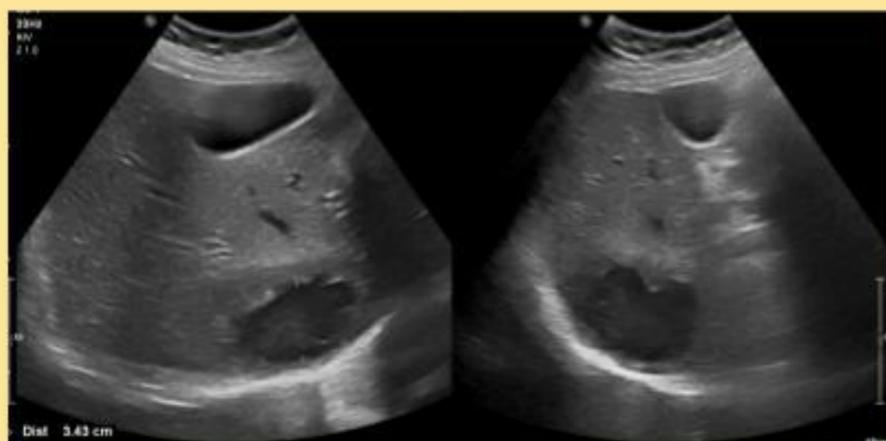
Lesión hepática grande de centro necrótico y sin vascularización Doppler.
